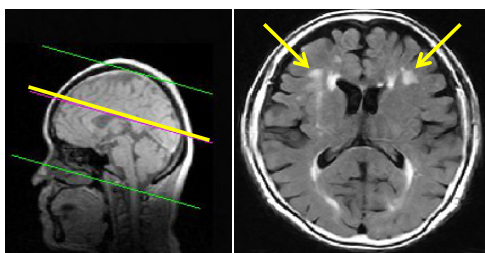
right*; MR image of white matter lesions (yellow arrows) is defined as grade 2 (G2). *left*; the sagittal image of the brain whose yellow line indicates the section of the right MR image.
